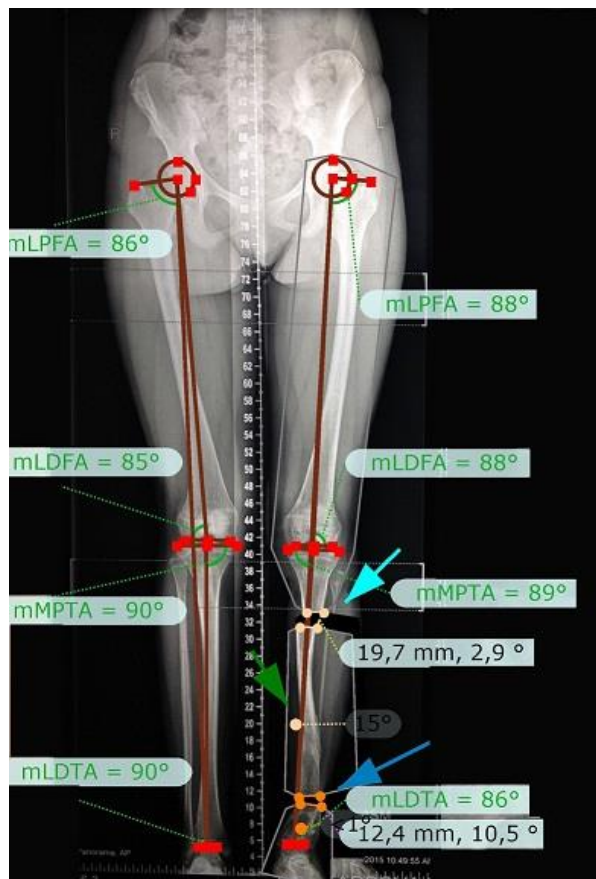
Рентгенограммы нижних конечностей с предполагаемыми значениями референтных углов после выполнения двухуровневой остеотомии костей у пациента с консолидированным ВЛСКГ.
